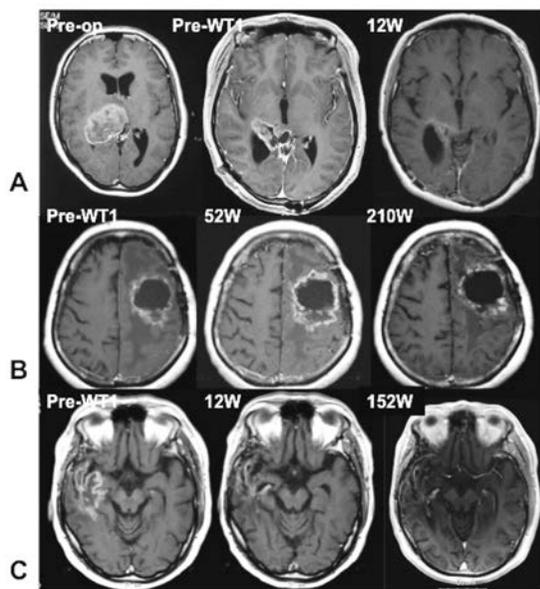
再発悪性膠芽腫に対する第II相臨床試験での代表的なWT1ペプチドワクチン投与患者におけるMRIの経過を示す。A：症例は20歳女性，発症時のMRI (Pre-op)，WT1投与直前 (Pre-WT1) および12週投与後 (12W) を示す。Partial response (PR) を得た。B：46歳女性，WT1投与前，52週，210週経過後を示す。C：41歳男性，WT1投与前，12週終了後，152週経過後の画像を示す。B，Cいずれもワクチン投与から長い時間が経過してから，造影領域が縮小している。
